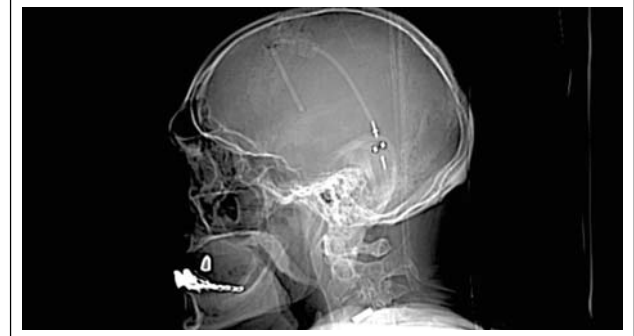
Schädel lateral und CT-Scout lateral, SM8 (Fa. Sophysa), Verstelleinheit.
